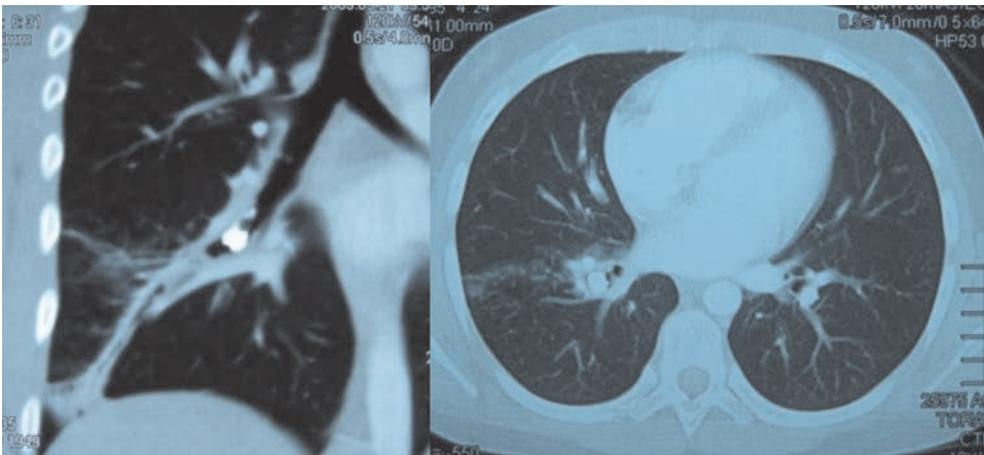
Imágenes de tomografía computarizada corte sagital y coronal a nivel del molar en lóbulo medio derecho. Nótese el tejido de granulación proximal al molar en el corte sagital.
